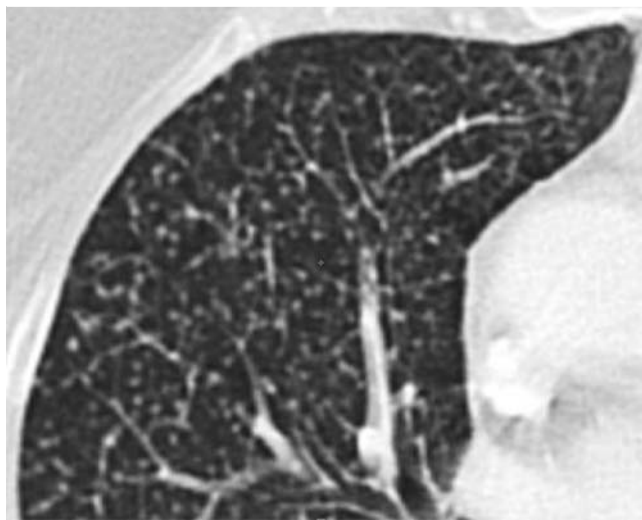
CT mit miliarem Muster.
